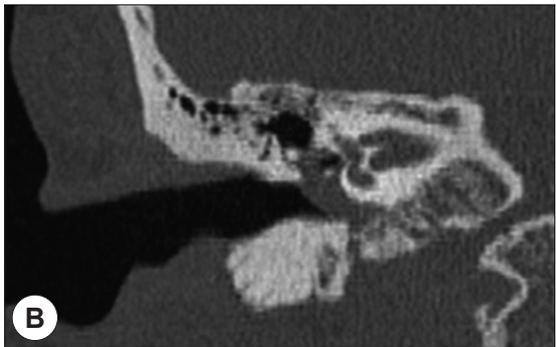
(A) Axial and (B) Coronal view CT scans. The middle ear cavity and mastoid air cells are filled by soft tissue density mass.
